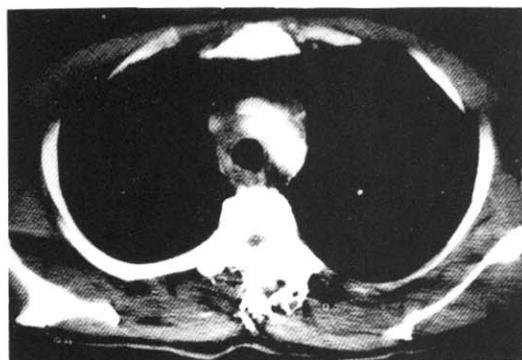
Chest CT: Common carotid artery, left subclavian artery & trachea are surrounded with mass..
